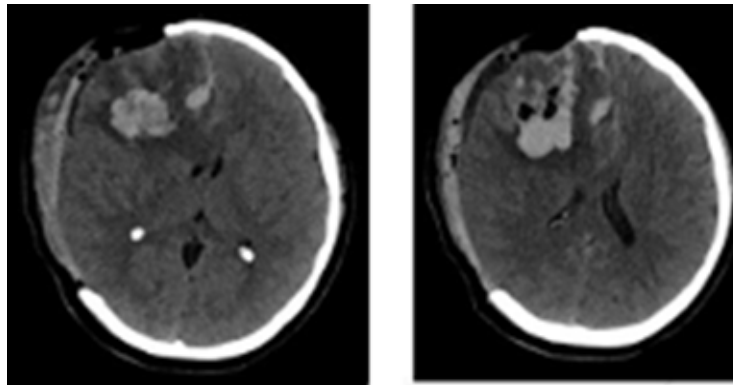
Tomografía de encéfalo sin contraste posquirúrgica del 26 de marzo de 2025: hemorragia frontal residual con desvío de línea media, además de sitio de craniectomía descompresiva frontoparietal derecha
